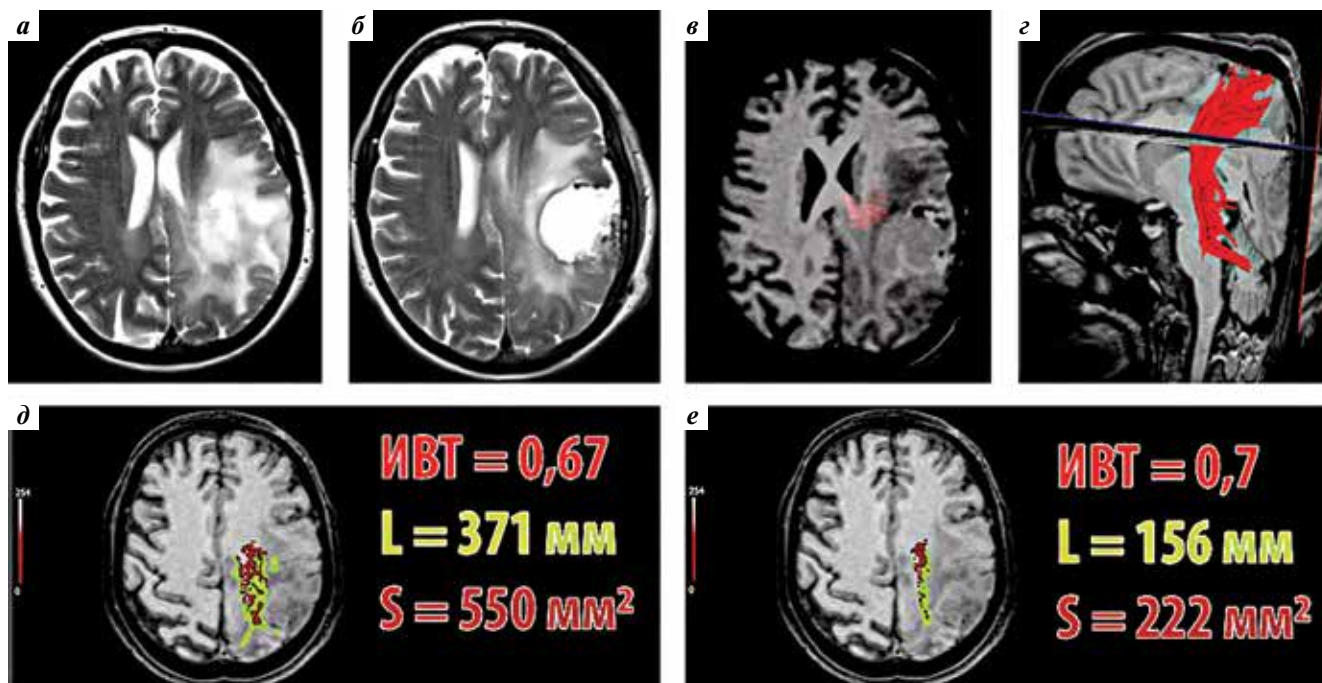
Клинический пример 2: а – магнитно-резонансная томография (МРТ) до операции; б – МРТ после операции; в, з – модель пирамидного тракта (красным) на послеоперационной МРТ; д, е – графическое представление результатов программного расчета индекса вовлеченности тракта (ИВТ) с разными установками фракционной анизотропии (ФА): 0,15 (д) и 0,25 (е). L – периметр «погруженной» в патологический сигнал части тракта (обозначена зеленым), S – площадь тракта
